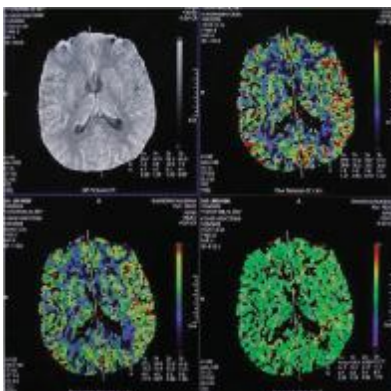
术前 CT 灌注示左基底节区 CBF、CBV 均较右侧减少, TTP 稍延长, rCBF、rCBV、rTTP 分别为 0.82、0.89、1.02
